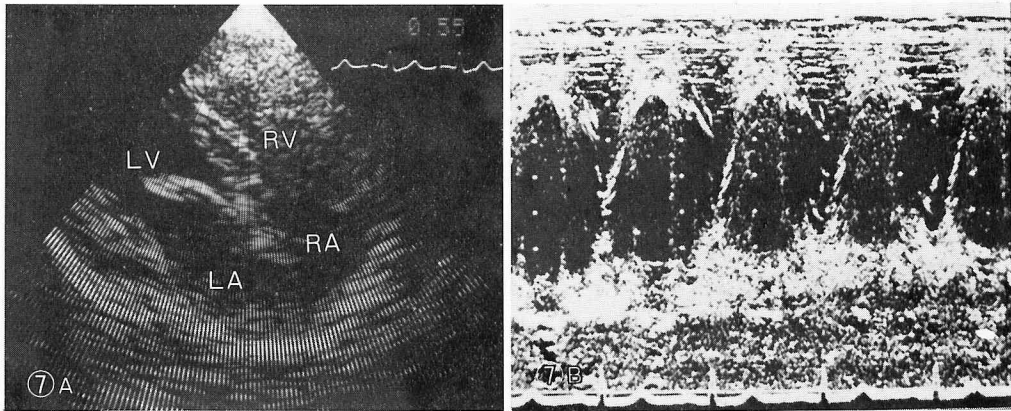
肺動静脈瘻の胸骨左縁よりの四腔断層図(7-A)およびMモード心エコー図(7-B)
